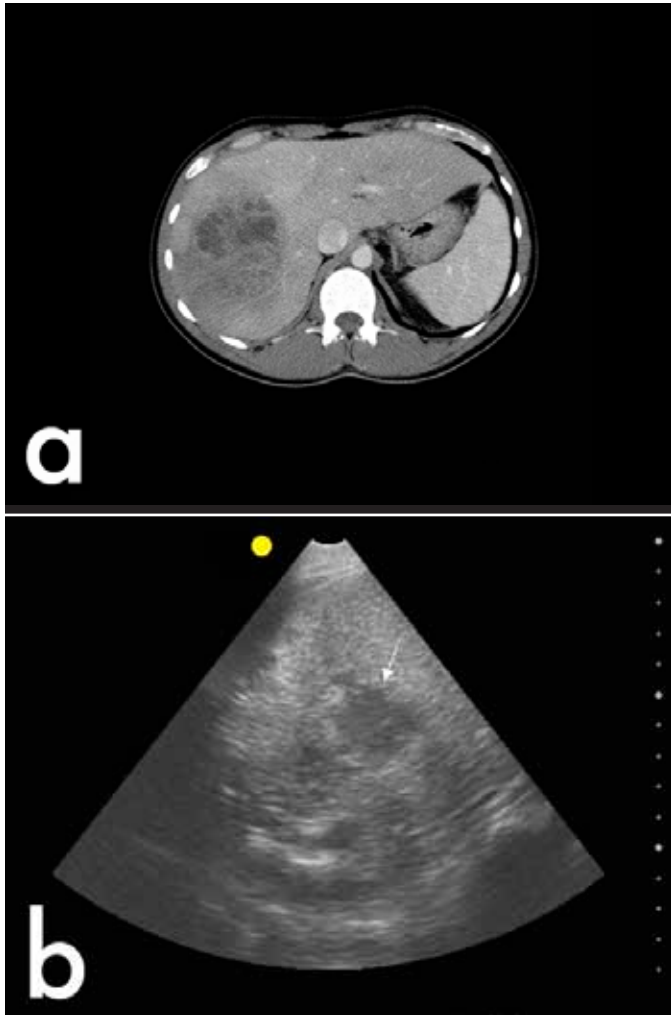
Abscès pyogénique. La tomodensitométrie (a) démontre un ensemble hétérogène de fluides à faible atténuation dans le foie, attribuable à un abcès. L'échographie (b) indique l'apparition d'un ensemble pauvrement macère hypoéchogène et hétérogène attribuable à un abcès.
